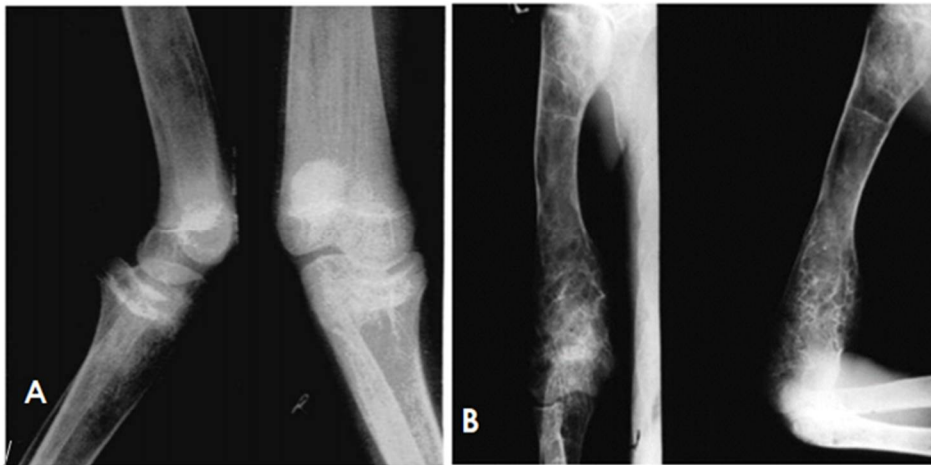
A : Radiographies du genou droit montrant une déformation en varum avec un condyle tibial médial hypoplasique et des signes d'épiphysiodèses au niveau du tibia proximal et du fémur distal. 37 B : Radiographies du bras droit montrant une déformation en varus de la tête humérale due à une épiphysiodèse prématurée de l'épiphyse humérale proximale. Notez l'ostéoporose sévère et l'aspect trabéculaire en nid d'abeille de l'épiphyse humérale distale. (207)
